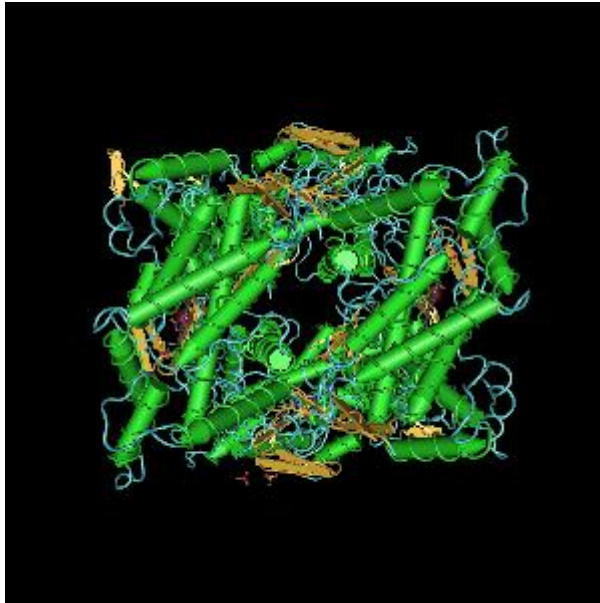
Röntgenkristallstruktur des CYP2D6-Gens (Rowland et al., 2005 - aus NCBI:<http://www.ncbi.nlm.nih.gov/Structure/mmdbsrv.cgi?uid=36878>)
